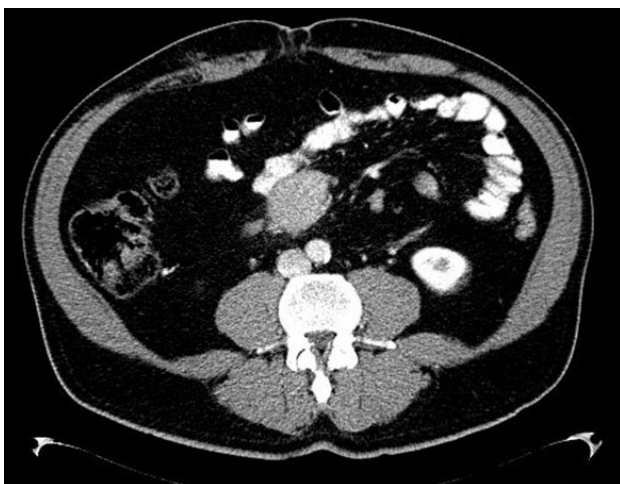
Imagen de tomografía computarizada de abdomen tras la administración de contraste yodado donde se aprecia la masa descrita previamente con captación de contraste.
